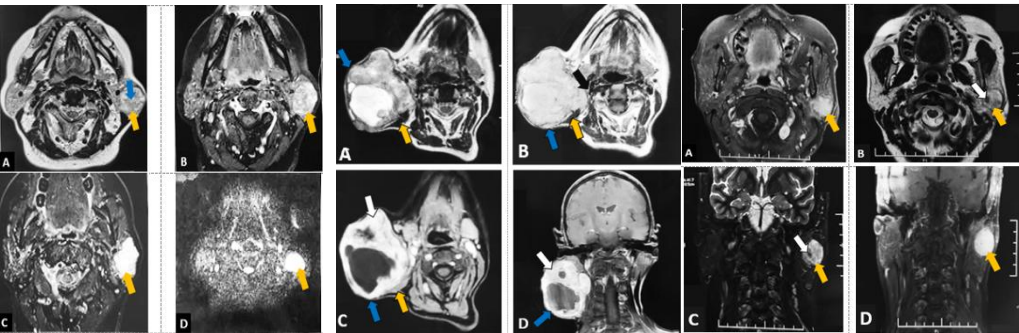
IRM en coupes axiales T2 (A), T1 FATSAT Gado (B et C), et en diffusion (D) montrant une masse des portions superficielle et profonde de la parotidie gauche. Lobulée, bien limitée et de contours circonscrits, en hypo signal T1 hétérogène avec des hyper signaux spontanés punctiformes (flèche bleue) et avec une importante prise de contraste après injection.
